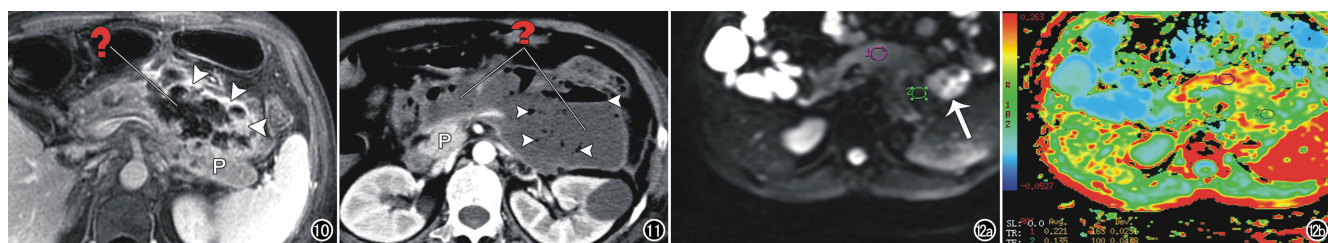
男, 39 岁, 急性胰腺炎发病 1 个月后出现持续高热、血象增高。横轴面 $T_1\text{WI}$ 增强静脉期示胰腺体部前方包裹性肿块状异常信号灶, 伴明显环形强化(箭头)和多房分隔状强化, 经 CT 导向下穿刺培养证实铜绿假单胞菌感染。按 1992 年亚特兰大分类该病变属于“胰周蜂窝组织炎”, 但 2012 年新指南已经废除这一术语, 应更名为“WON 合并感染”。图 11 女, 62 岁, 急性胰腺炎发病 45 天后。横轴面 CT 增强动脉晚期示网膜囊与左侧肾旁前间隙巨大包裹性液体积聚影, 其内含短小气液平和散在分布的气泡影(箭头)。按 1992 年亚特兰大分类该病变属于“胰周脓肿”, 但 2012 年新指南已经废除这一术语, 应诊断为: WON 合并感染或感染性 WON。图 12 男, 40 岁, 急性坏死性胰腺炎。a) MRI 扩散加权成像示急性坏死性胰腺炎后胰尾区 WON 形成(箭); b) ADC 图, 通过兴趣区的勾画可对 WON 的内容物成份进行定量测量。
